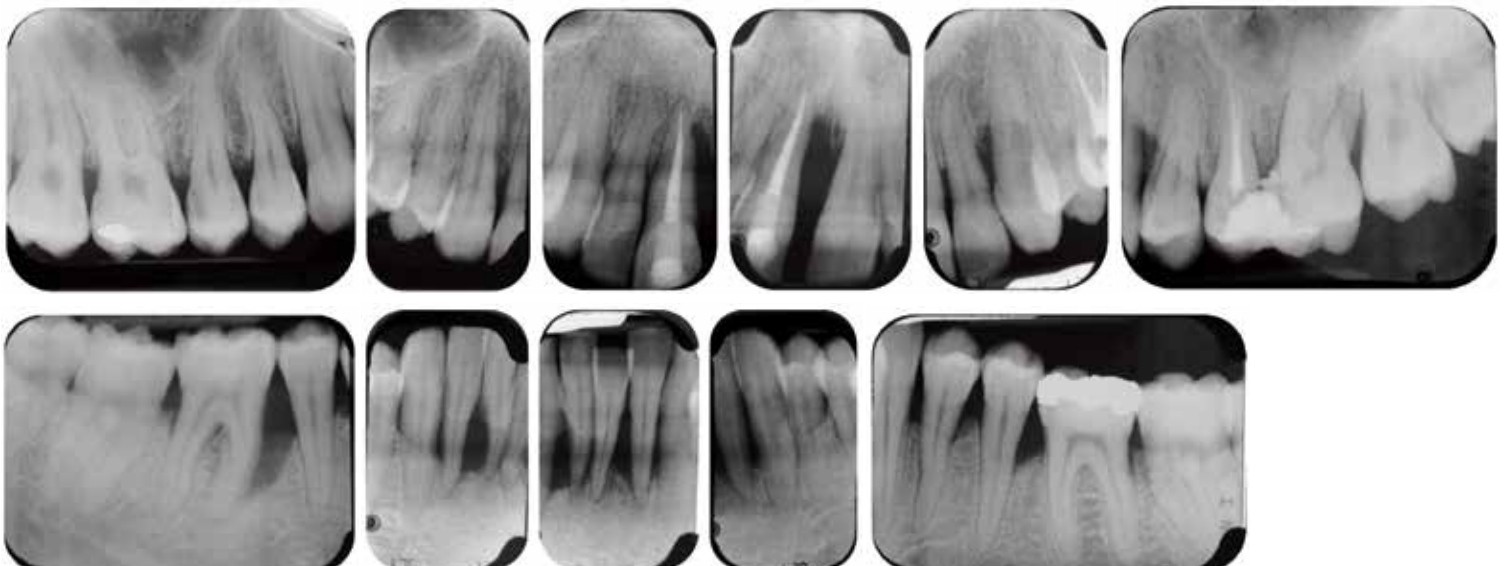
Caso clínico 2: Radiografías periapicales de la paciente.
